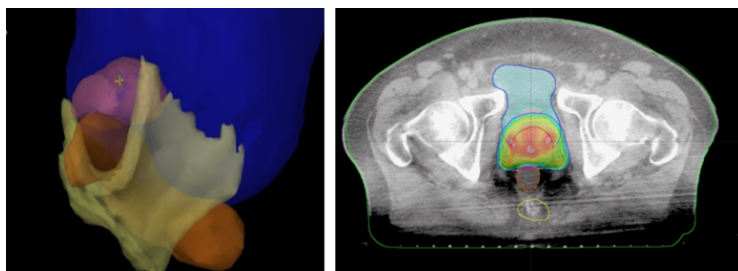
(左)前立腺、直腸、膀胱、肛門挙筋の輪郭。(右)CBCT画像に対して再計算された線量分布
